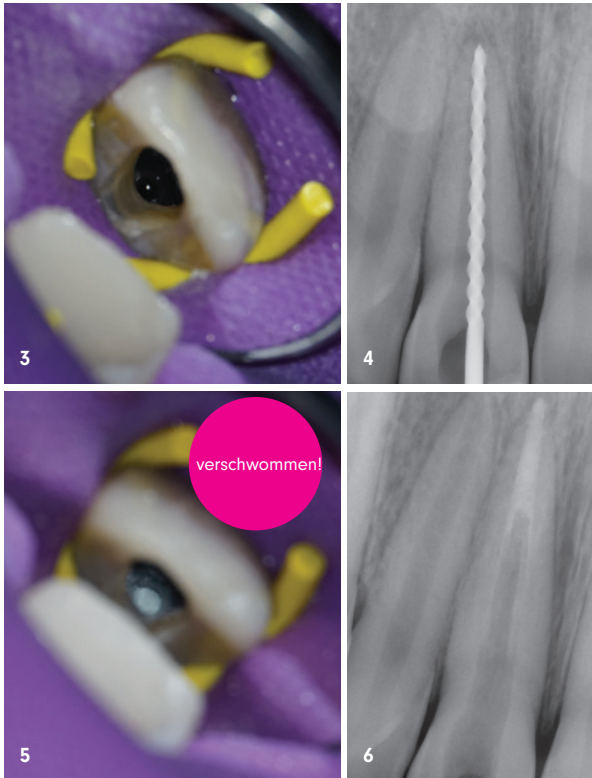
Zustand nach Entfernung der provisorischen Füllung: Das apikale Gewebe stellt sich durch eine Spiegelbildung aus Blut mit einem Lichtreflex dar. – Abb. 4: Die Längenmessaufnahme. – Abb. 5: MTA-Verschluss: Der MTA-Zement wurde pastenförmig eingebracht und mit Pluggern vertikal kondensiert. Alternativ ist die Verwendung des MAP-Trägersystems möglich. – Abb. 6: MTA-Kontrollröntgenbild: Der MTA-Plug wurde bis –5 mm gelegt.
